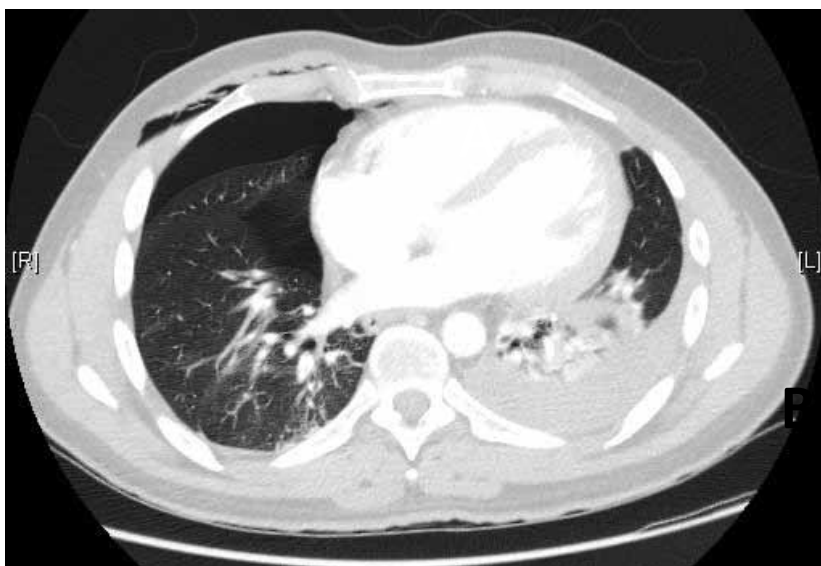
Tomografía computarizada de tórax que muestra un neumotórax derecho (A) y un hemotórax izquierdo (B).
